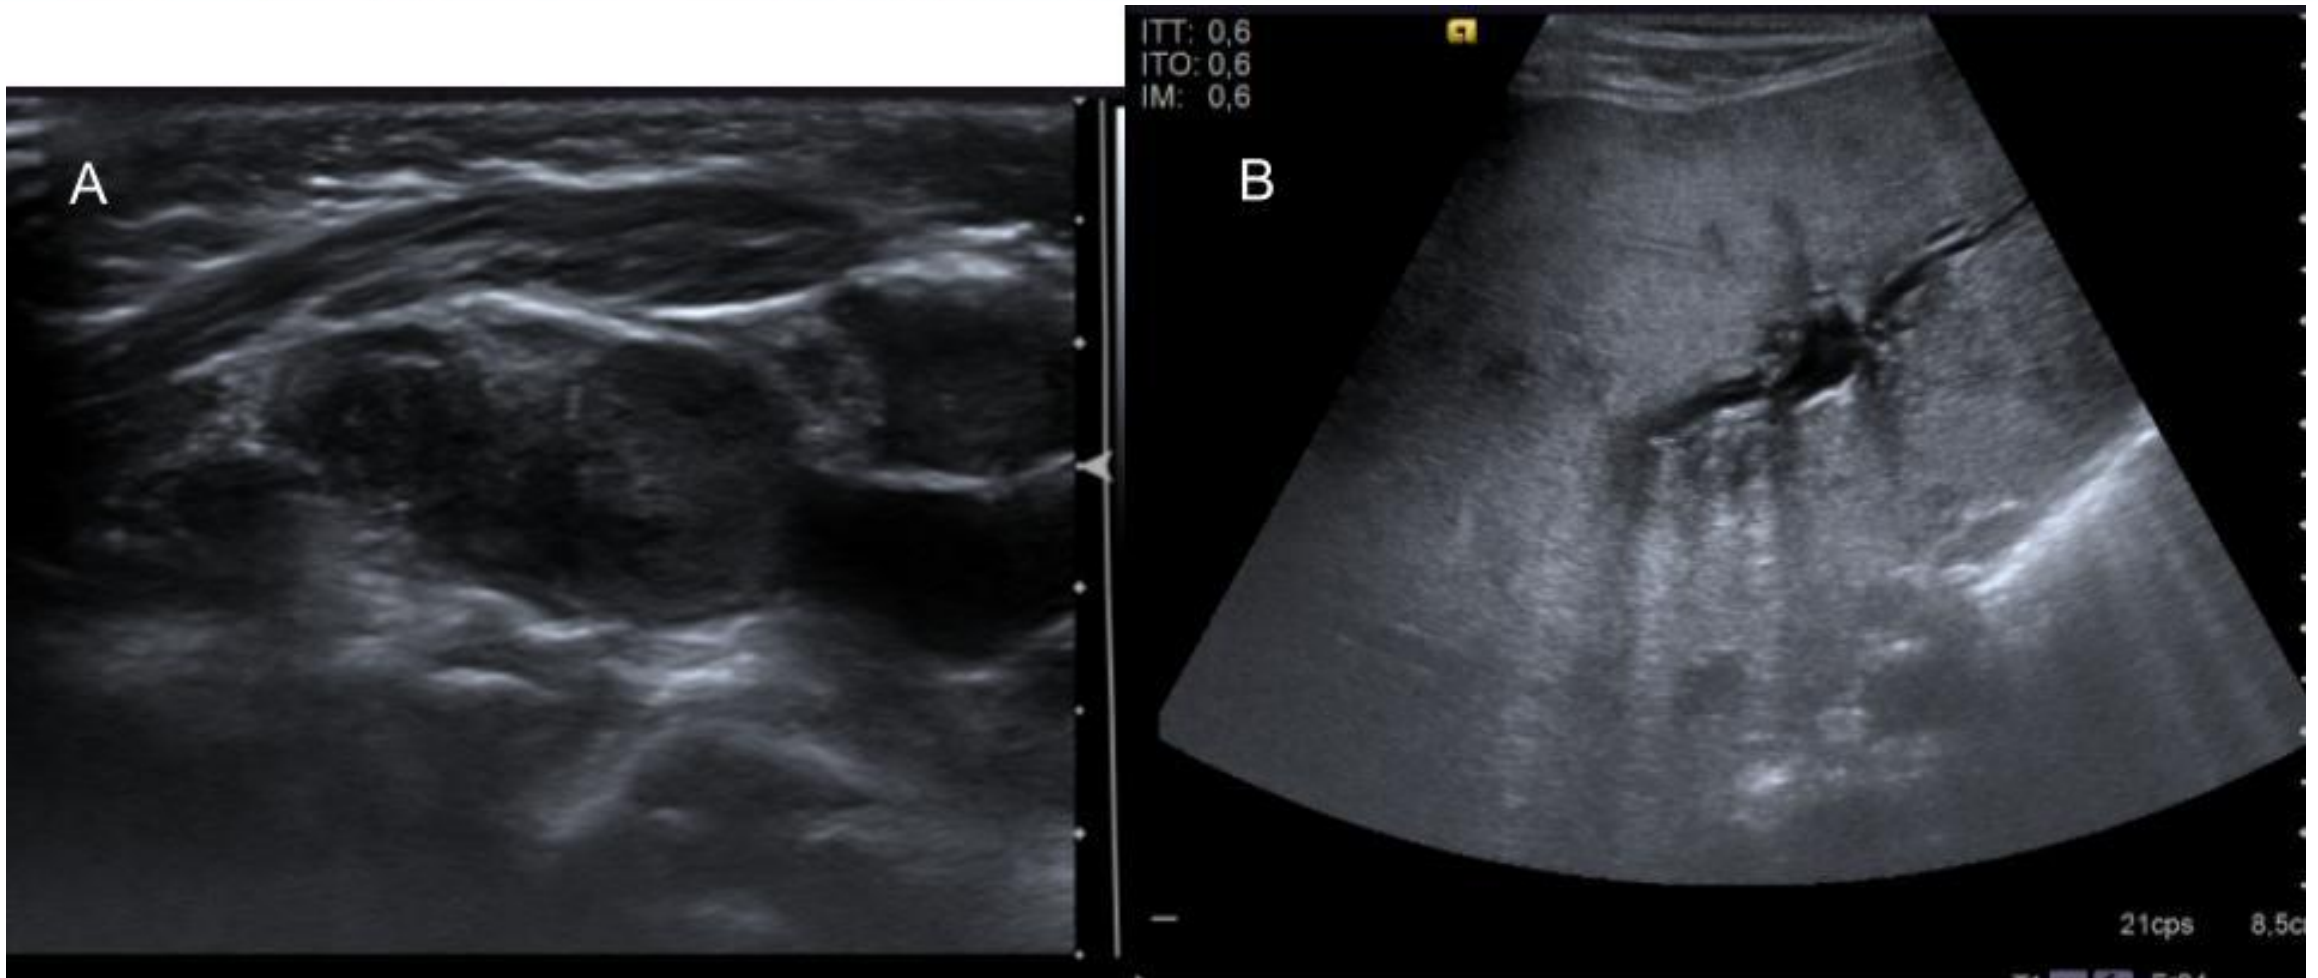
A) Ecografía de cuello con adenopatía de ecogenicidad heterogénea en paciente de 7 mese con lesión necrótica en el paladar duro. B) Ecografía de abdomen en paciente con sospecha de HCL multisistémica en la que se observa hepatomegalia con ecogenicidad heterogénea y leve dilatación de la vía biliar intrahepática.
